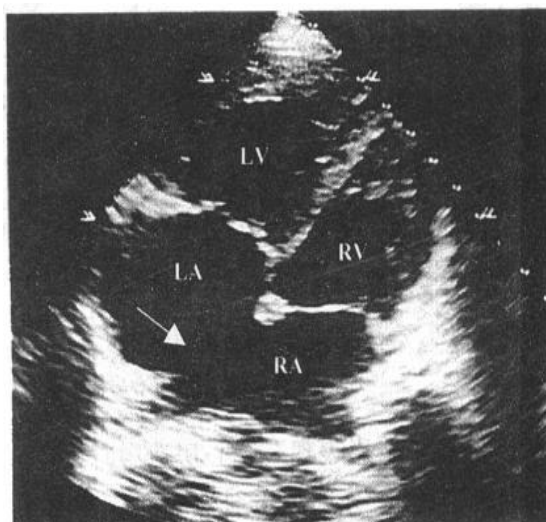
继发孔房间隔缺损的超声四腔表现 箭头示房间隔中上部中断,右心房、室增大
